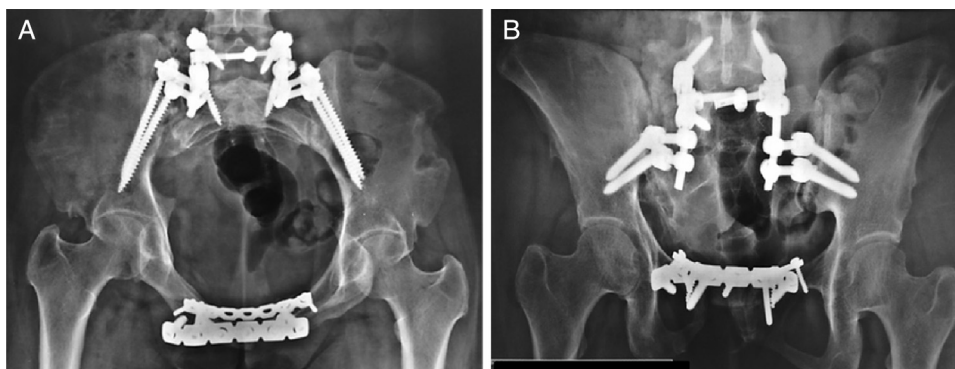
Radiografias do primeiro ano de pós-operatório. A, inlet view; B, outlet view.
